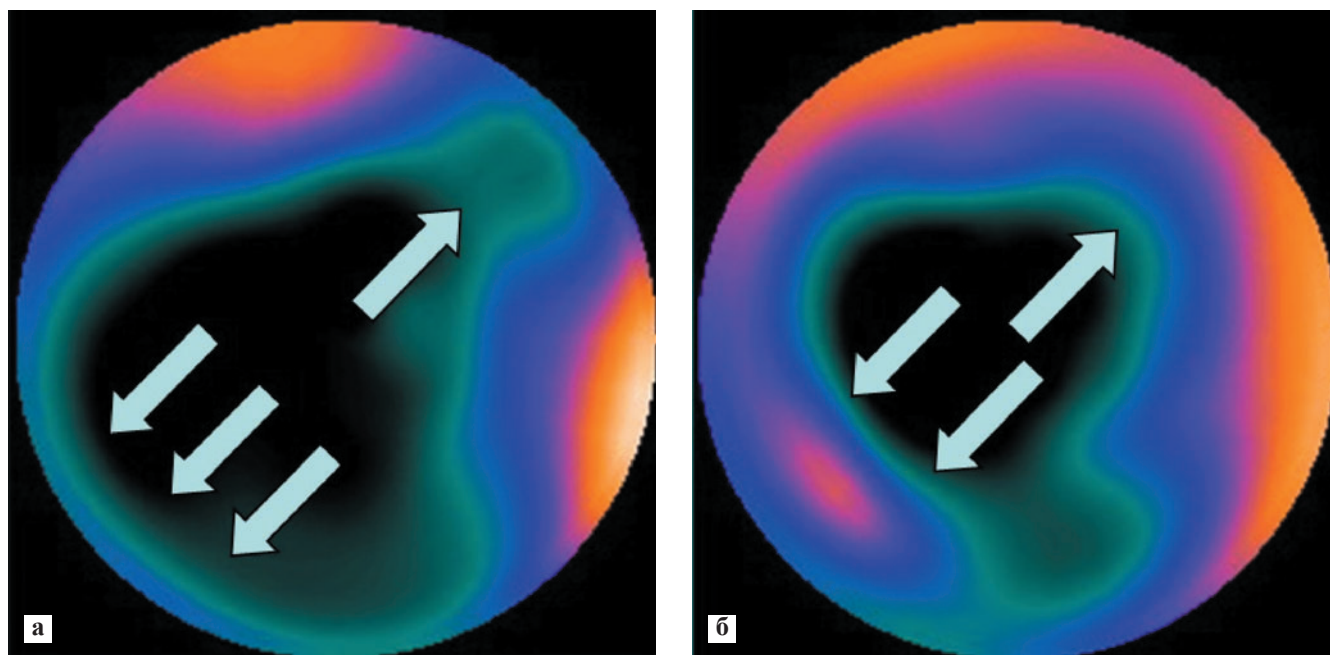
Характер изменения перфузии миокарда ЛЖ в результате реваскуляризации: а – до ЧКВ стрелками указано глубокое снижение перфузии; б – после ЧКВ стрелками указано улучшение перфузии в бассейне ПМЖВ и особенно в бассейне ПКА
